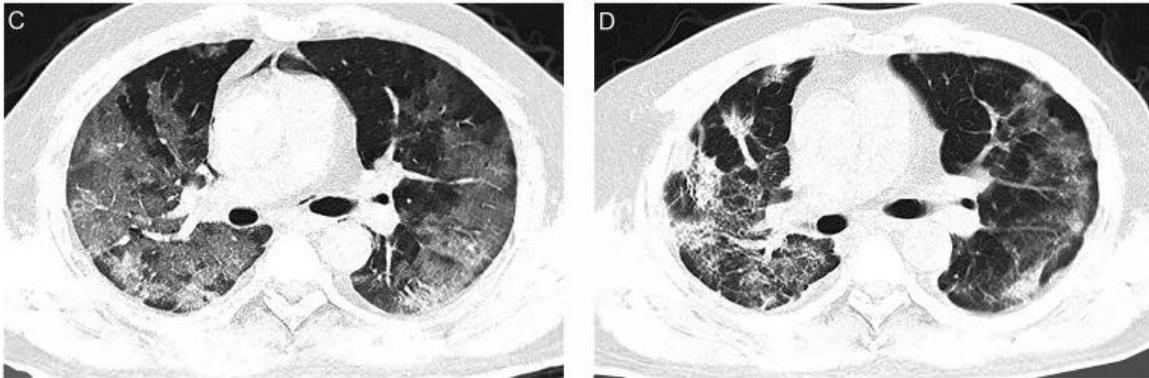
Tomografía computarizada de tórax dos pacientes. A: TC de tórax del paciente 9 antes de la transfusión de plasma de convalecencia. B: TC de tórax del paciente 9 seis días después de la transfusión con plasma convaleciente. C: TC de tórax del paciente 10 antes de la transfusión con múltiples sombras de alta densidad en ambos pulmones. D: TC de tórax del paciente 10, diez días después de la transfusión con plasma convaleciente, donde se muestra una mejora en las lesiones del pulmón. Fuente: Tomada de Duan K. y col., 2020 (30)
